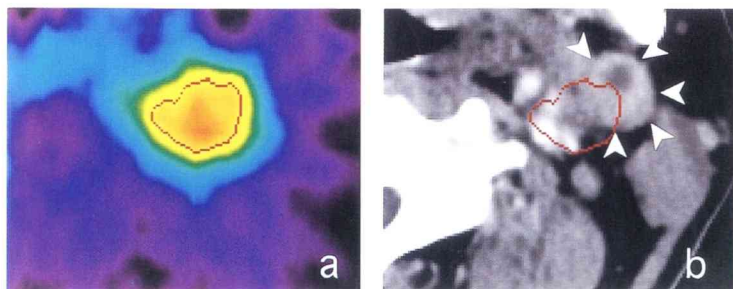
PET (a) and CT (b) show the extension image of metastatic lymph node in Fig. 2. The equivalence ROI was set at the metastatic lymph node on PET image (a). The red line on CT image (b) presents the ROI of the PET image. The arrow heads reveal metastatic lymph node on CT.
